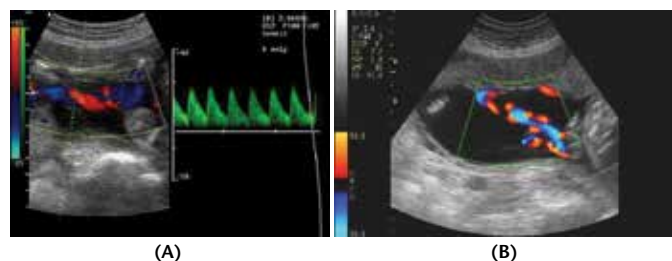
Traçado Doppler da Artéria Umbilical próximo da inserção placentária
